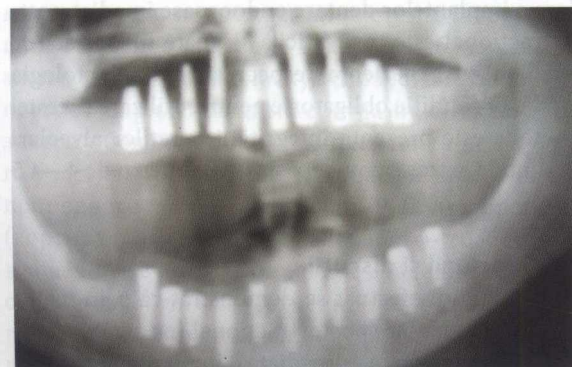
Radiografia de control la a 2-a zi
